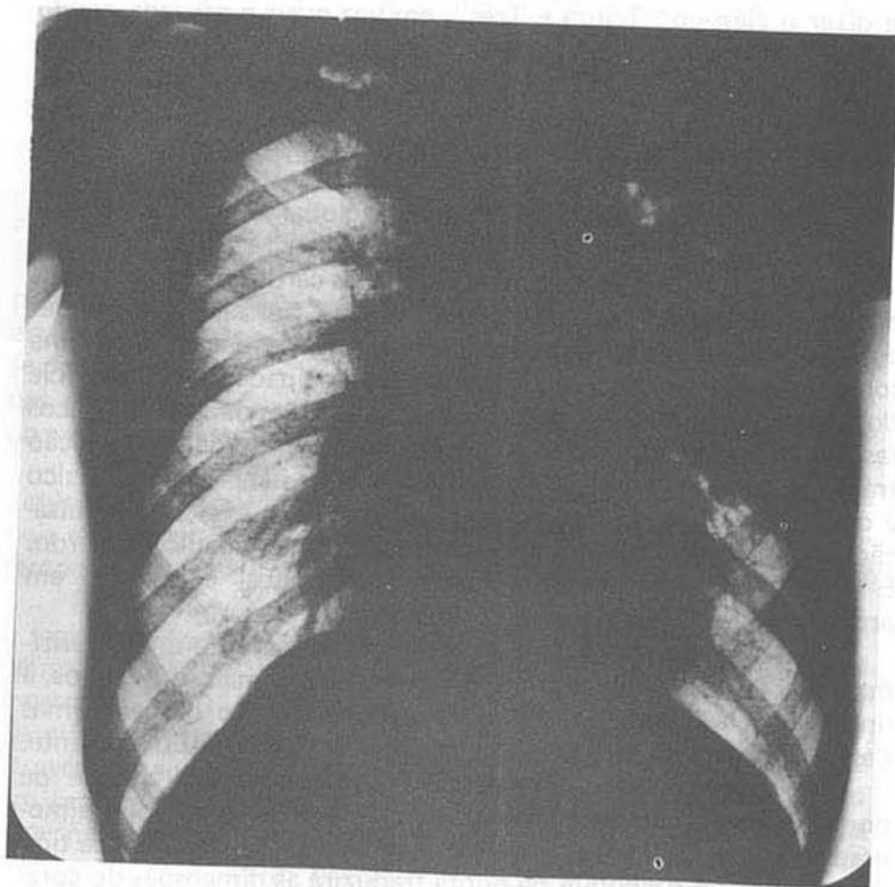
Radiografia de tórax do paciente n.º 11.
